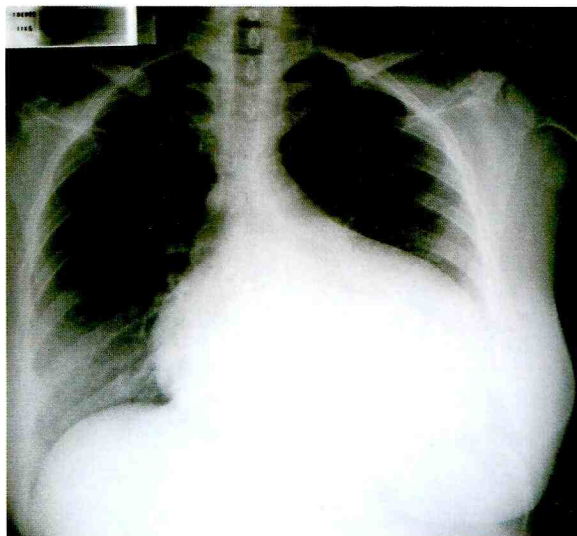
Radiografia de Tórax em PA: cardiomegalia global.
